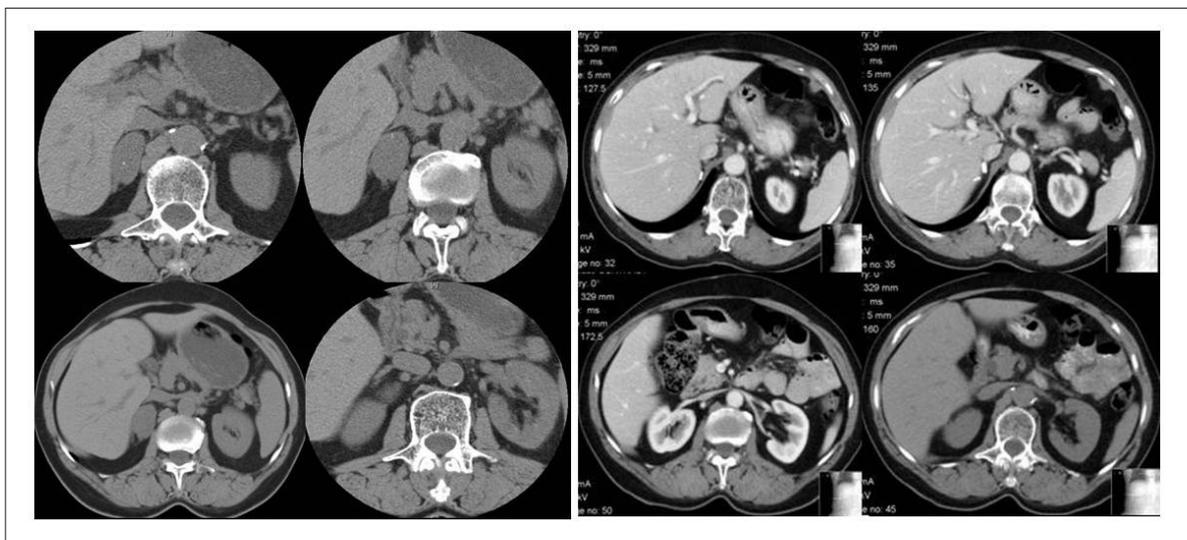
TC abdominal: formación en la glándula adrenal derecha, con discretas calcificaciones (a la izquierda) y ausencia de recidiva seis meses después de la cirugía (a la derecha).
